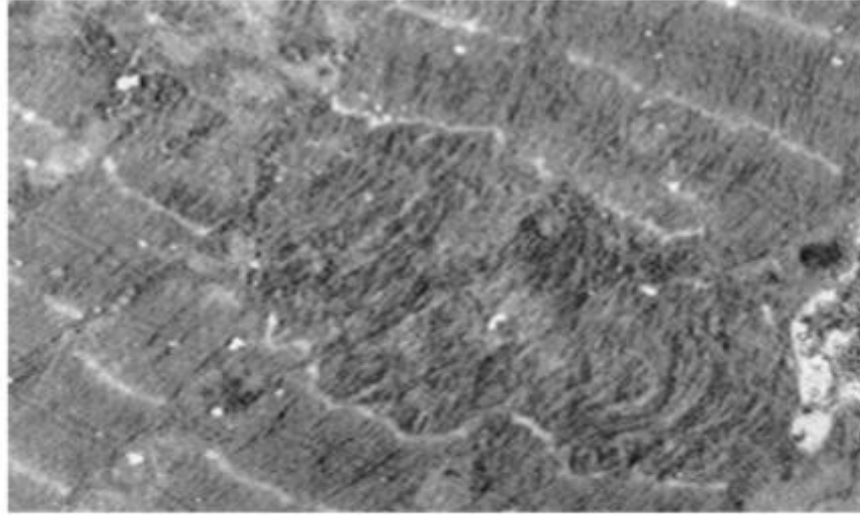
Micrografide iki sarkomerin Z bandında oluşan iskeletkas hasar belirteci (Roth ve diğerleri, 2000: 1112-8).
